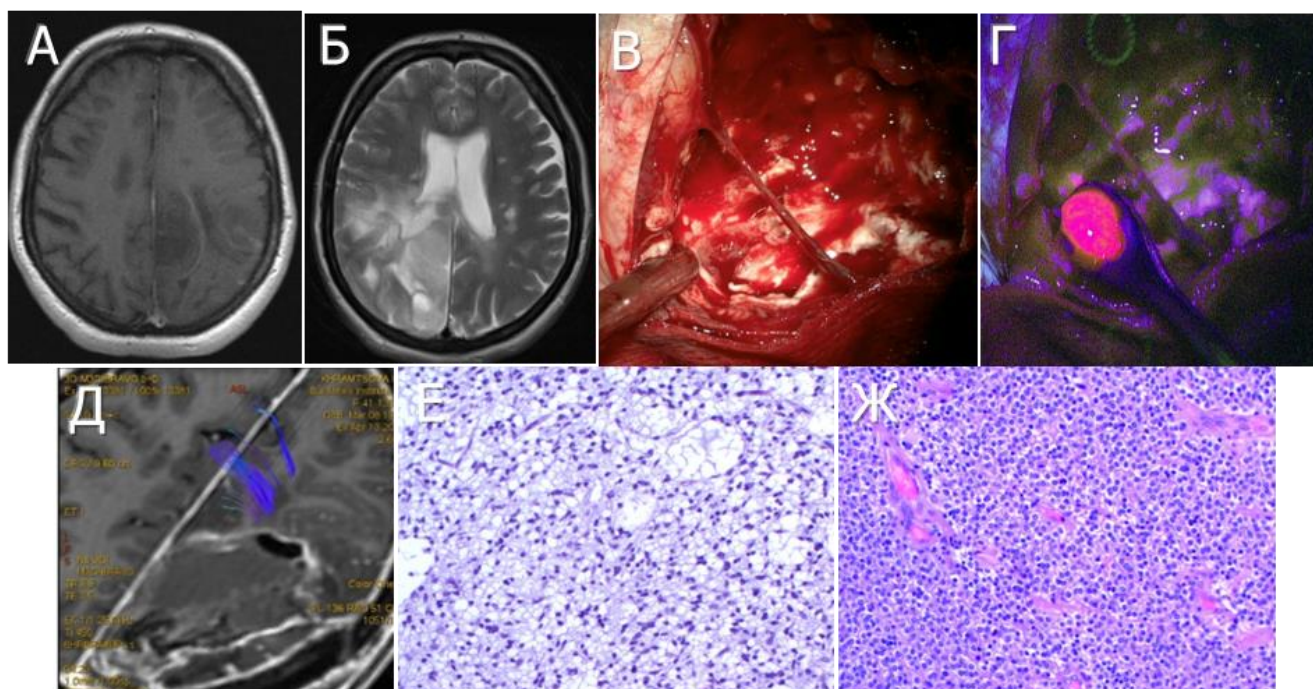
Ж., 34 лет, клиническое наблюдение 8. Пример фокусного свечения у пациента с анапластической астроцитомой Grade III. Взята биопсия из светящейся части глиомы (Grade III). Основная часть опухоли не флуоресцировала (Grade II). А: дооперационные МРТ в Т1 режиме с контрастированием (аксиальный срез), Б: в Т2 режиме (аксиальный срез), В: интраоперационные фотографии, выполненные в белом свете, Г: интраоперационные фотографии, выполненные флуоресцентном режимах. Отмечается яркое свечение одной зоны опухоли при отсутствии флуоресценции в остальной ее части. Д: послеоперационная МРТ в Т1 режиме с контрастным усилением. Е: морфологическое исследование биоптата, взятого из основной нефлуоресцирующей части опухоли (участок Grade II), Ж: справа - морфологическое исследование биоптата, взятого из небольшой флуоресцирующей части опухоли (участок Grade III).
